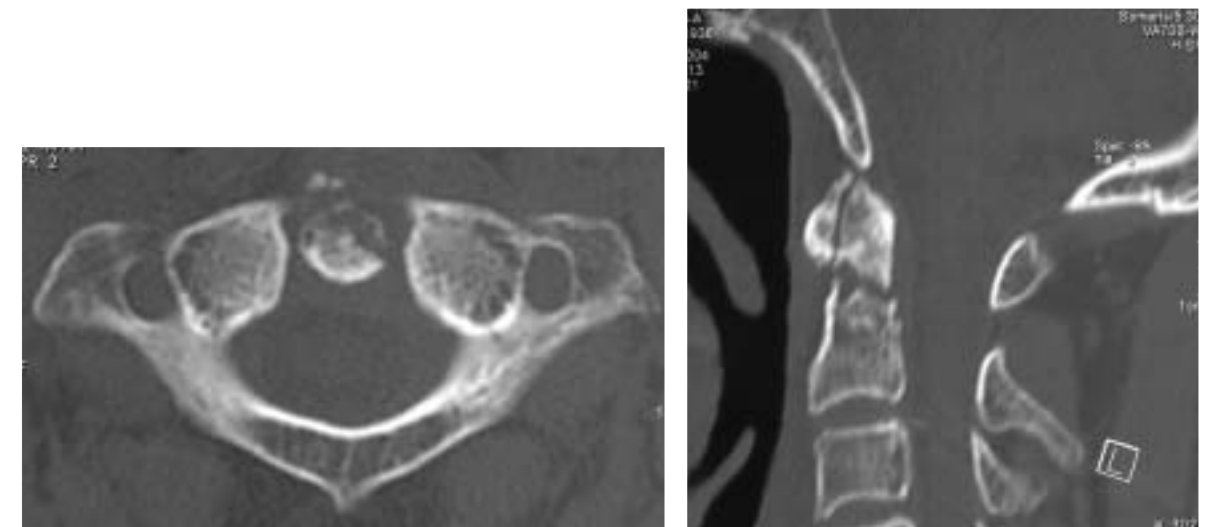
68歳・男性. 頸椎CT(横断像, 矢状断MPR)
